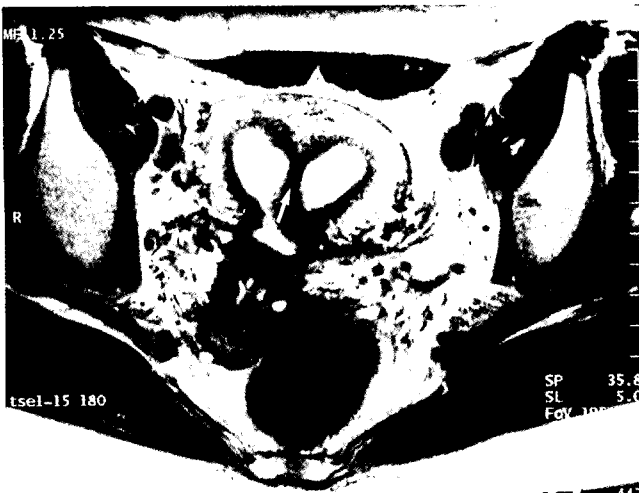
22-year-old woman with septate uterus. Axial fast spin echo MR image (TR/effective-TE/ETL = 3800/132/8) of the uterus shows that the signal intensity of the uterine septum (arrow) is similar to that of junctional zone.
